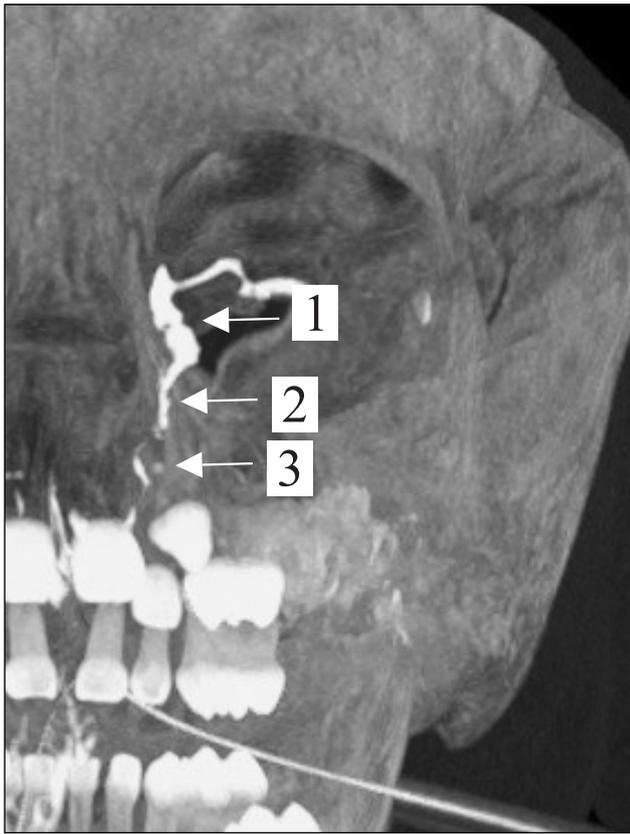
Ребенок Г., 2,5 года. Компьютерная томограмма с контрастированием слезоотводящих путей. Коронарная 3D-реконструкция. Хорошо контрастированы слезный мешок среднего размера (1) и свободная верхняя часть носослезного протока (2) со стриктурой размером до 3 мм в нижней части носослезного протока (3)
